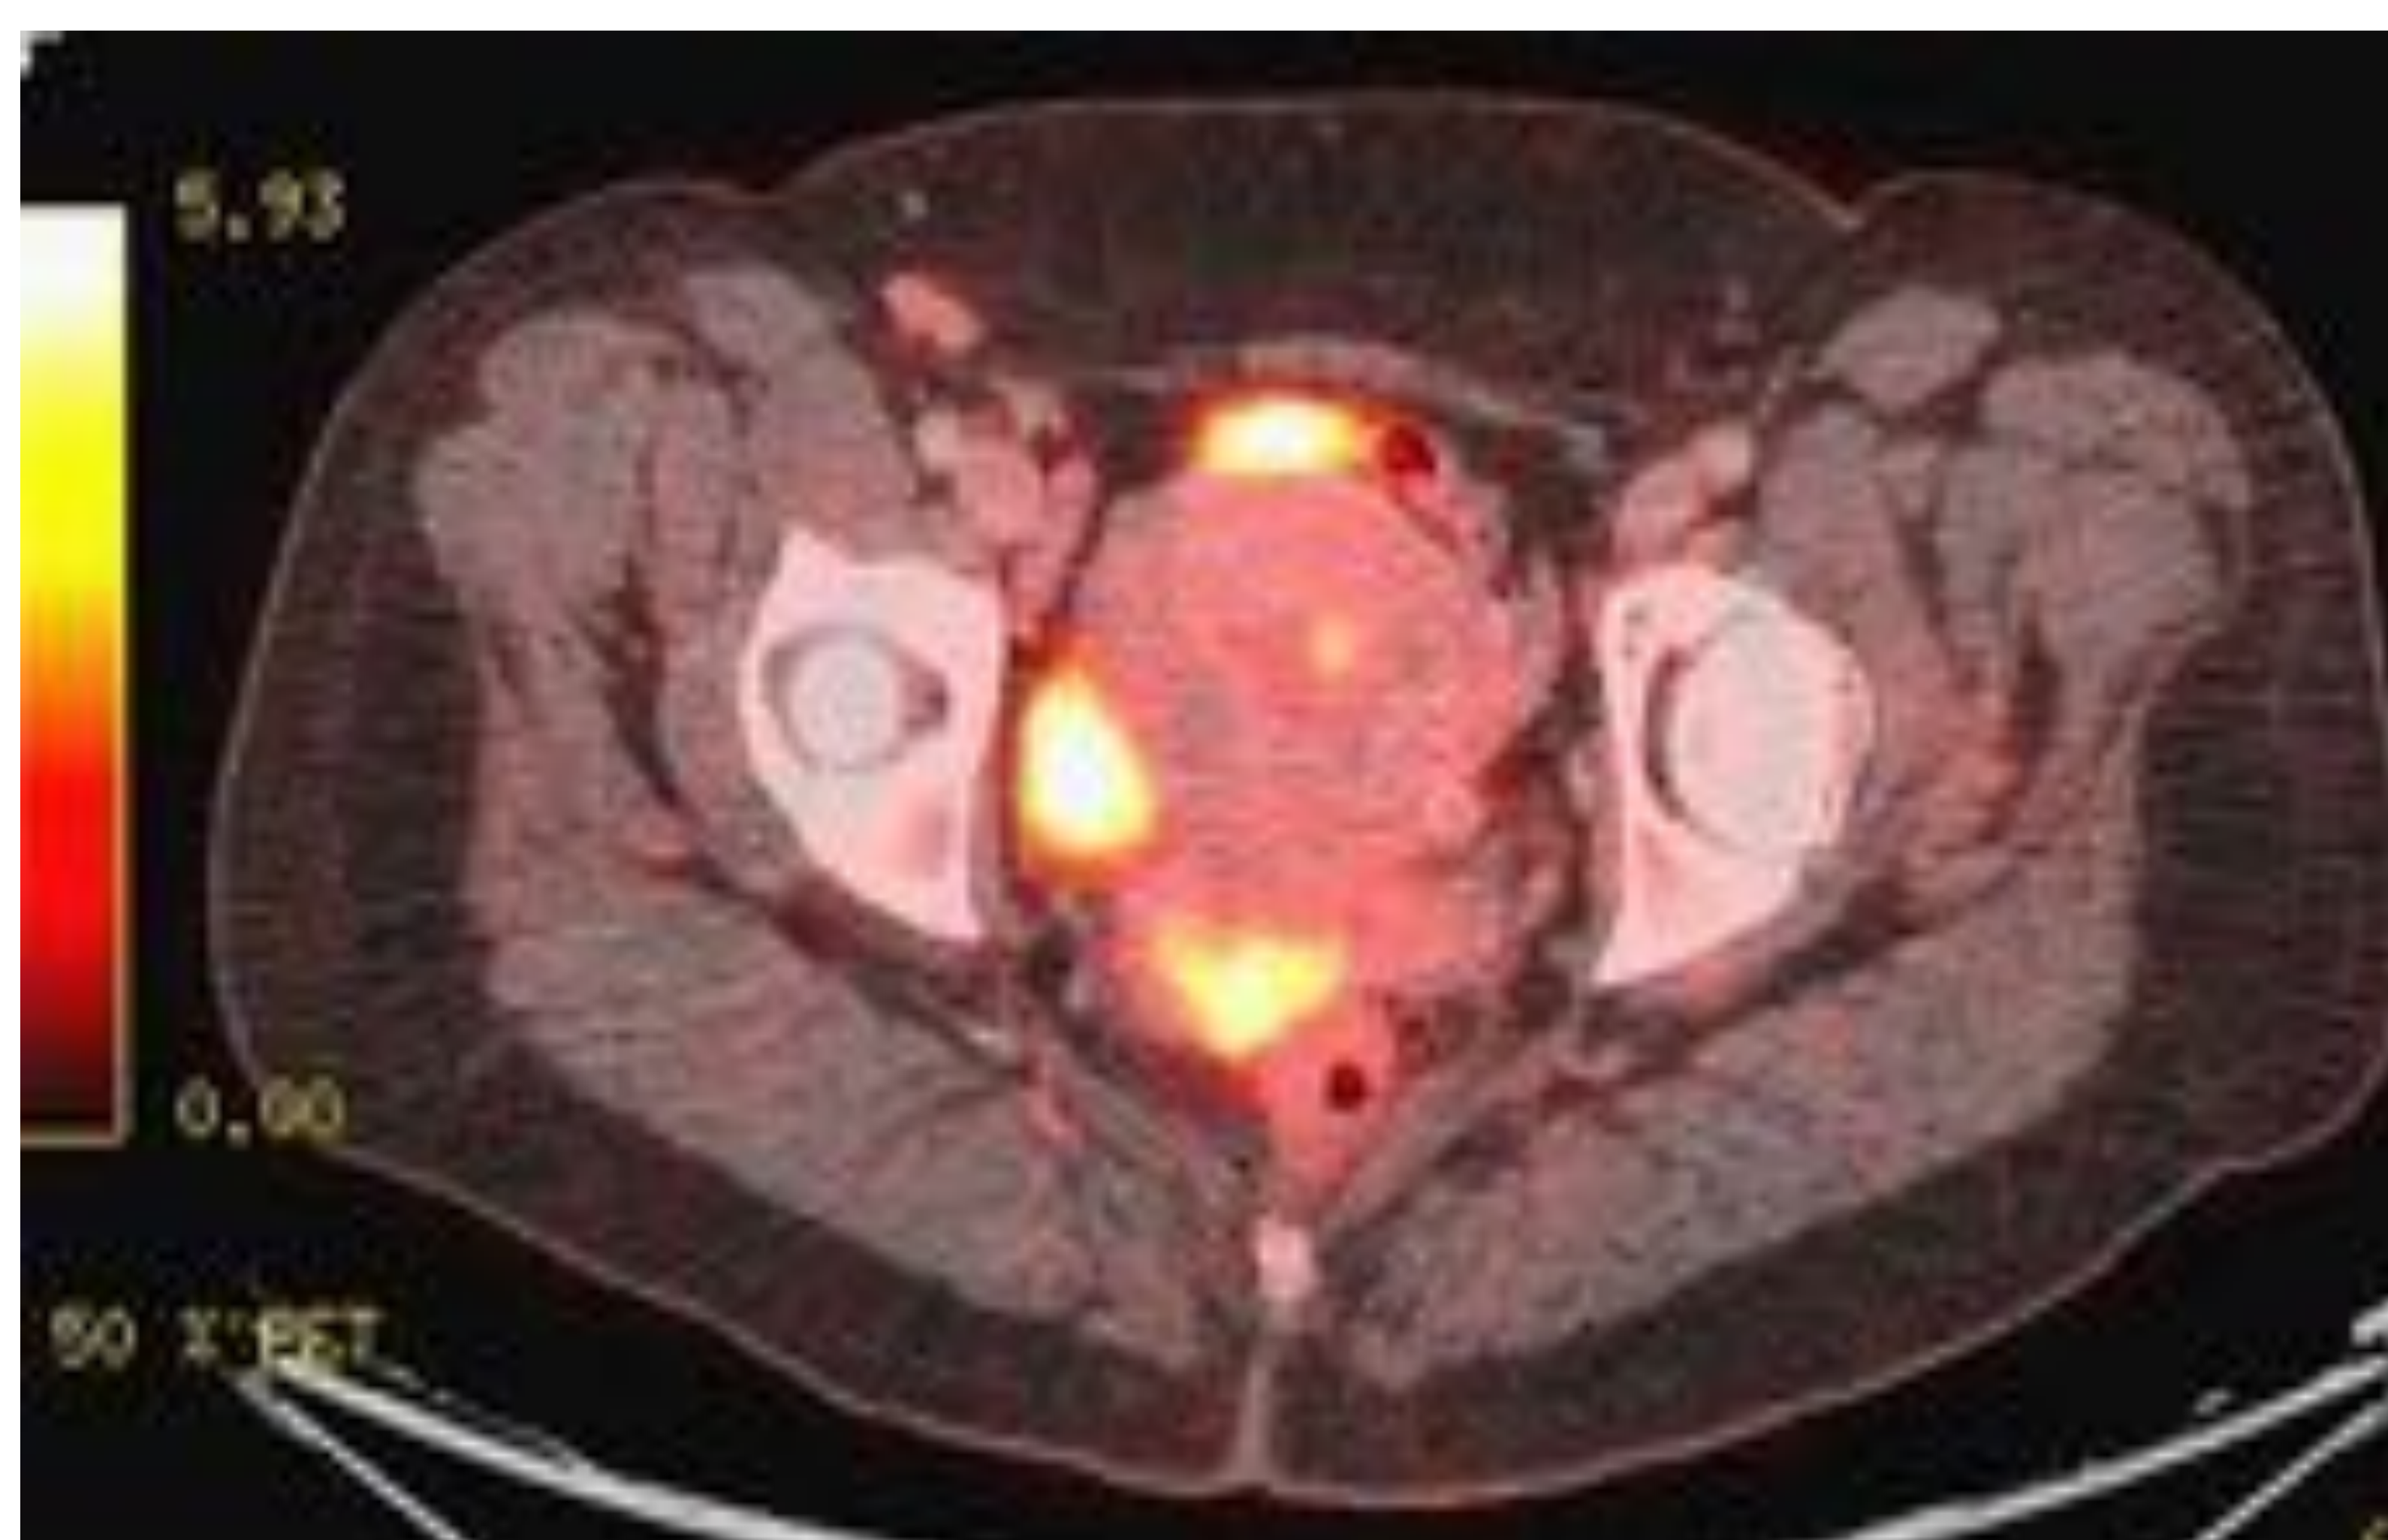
PET-TC. Corte en plano axial a nivel pélvico: Masa hipermetabólica con epicentro en cérvix uterino, y aparente invasión parametrial. (Imagen cortesía del Servicio de Medicina Nuclear del Hospital de Cruces, Barakaldo)
